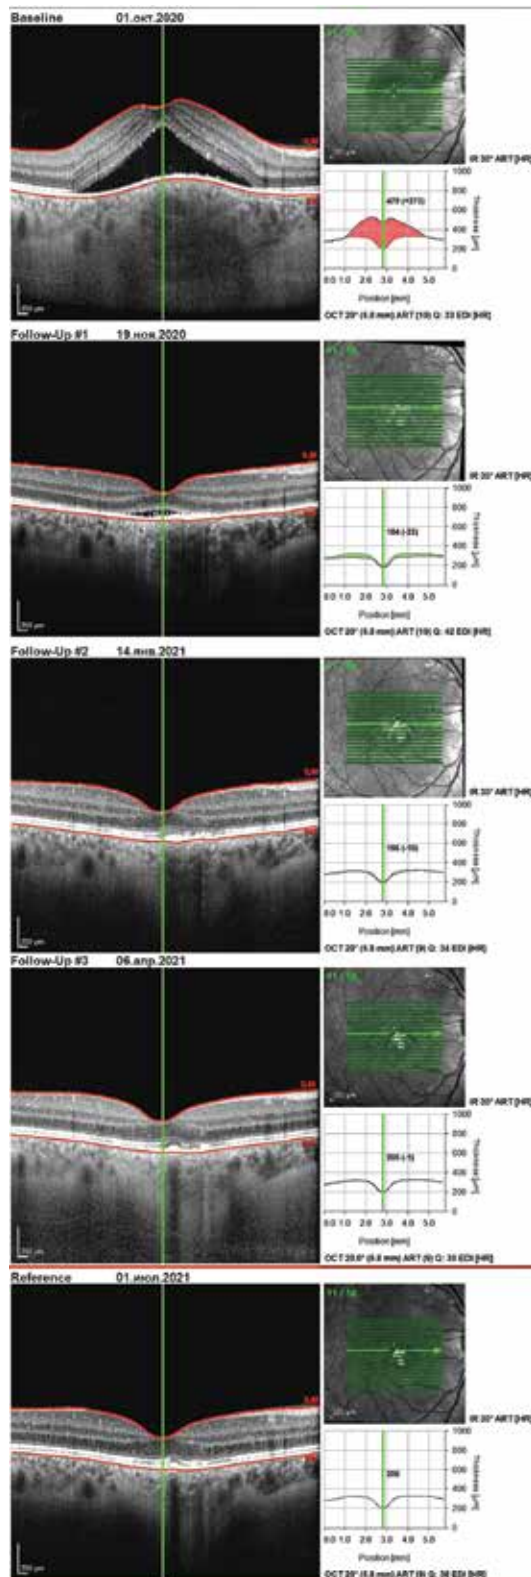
Оптическая когерентная томография правого глаза пациентки Ш., 34 лет, выполненная в режиме сравнения через 7, 15, 27 и 39 нед после первичного обследования (горизонтальный срез через фовеу центрaлис)
